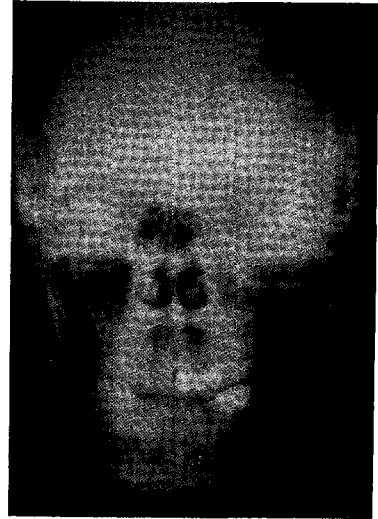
Posteroanterior skull radiograph at postoperative 2 years.
